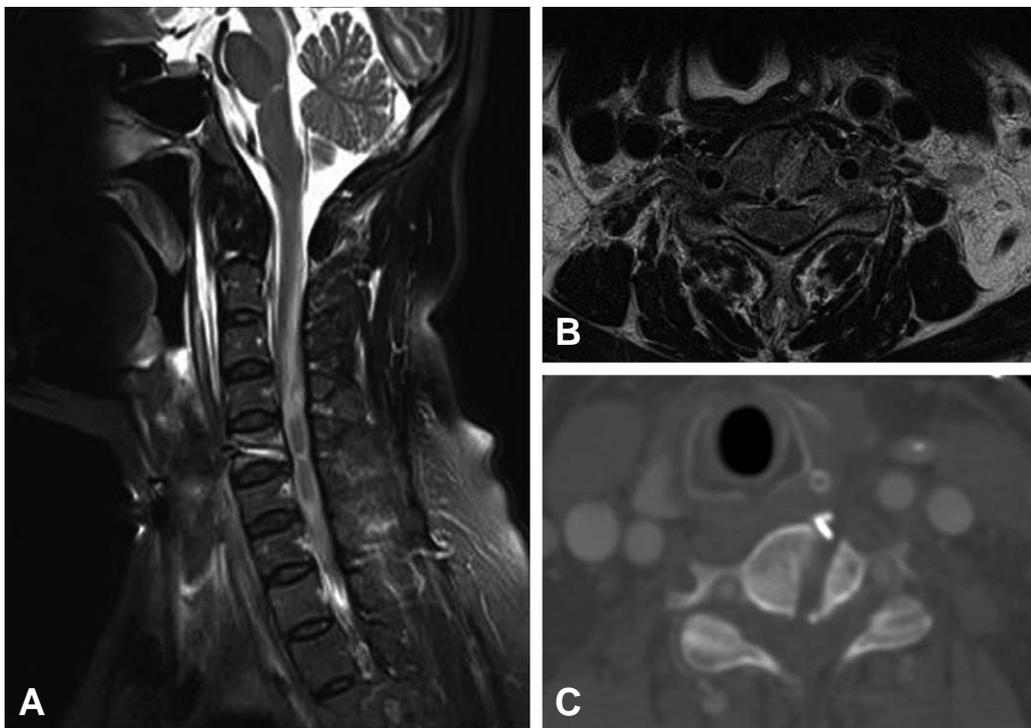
(A, B) MRI reveals a bony defect of 5th cervical spine and abnormal high signal intensity from cervicomedullary junction to 2nd thoracic spine, which implies extensive myelopathy of spinal cord. (C) CT image shows a clear defect on the body of 5th cervical vertebra and metal-clip for marking in prevertebral space.
